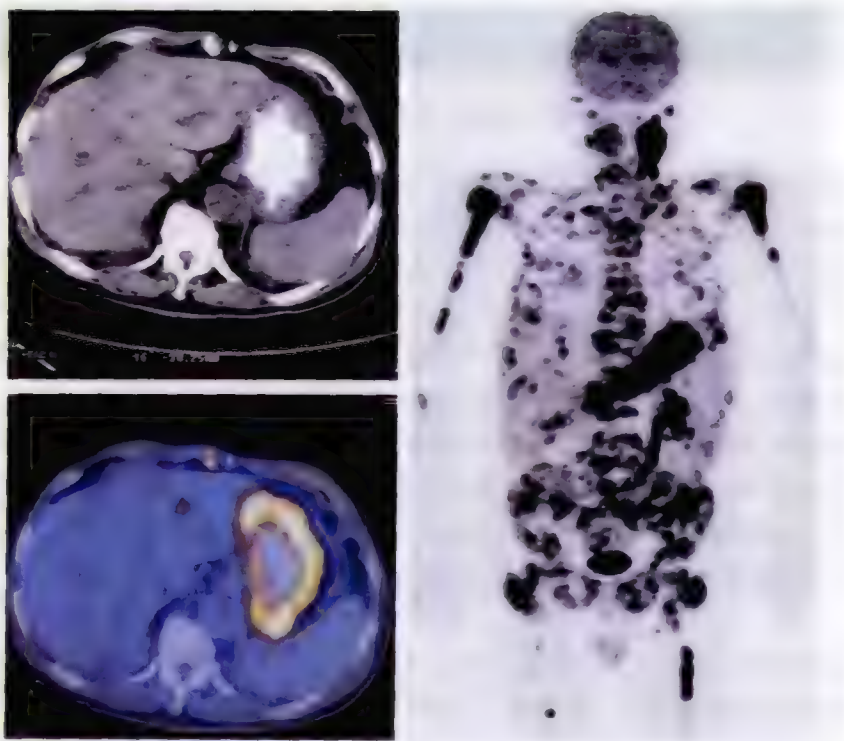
胃癌全身广泛转移 ^{18}F -FDG PET/CT 显像
